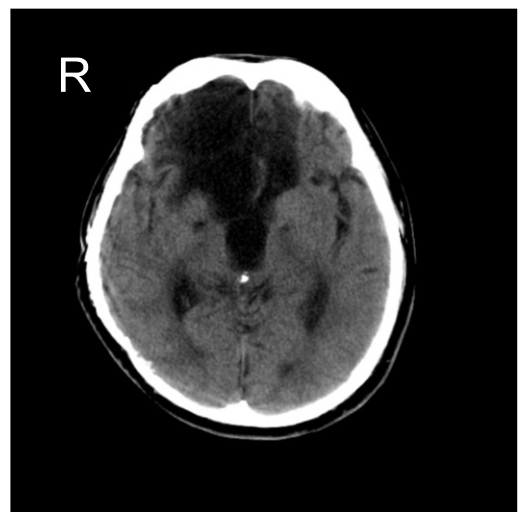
本症例の介入時(200X+10年)のCT画像
